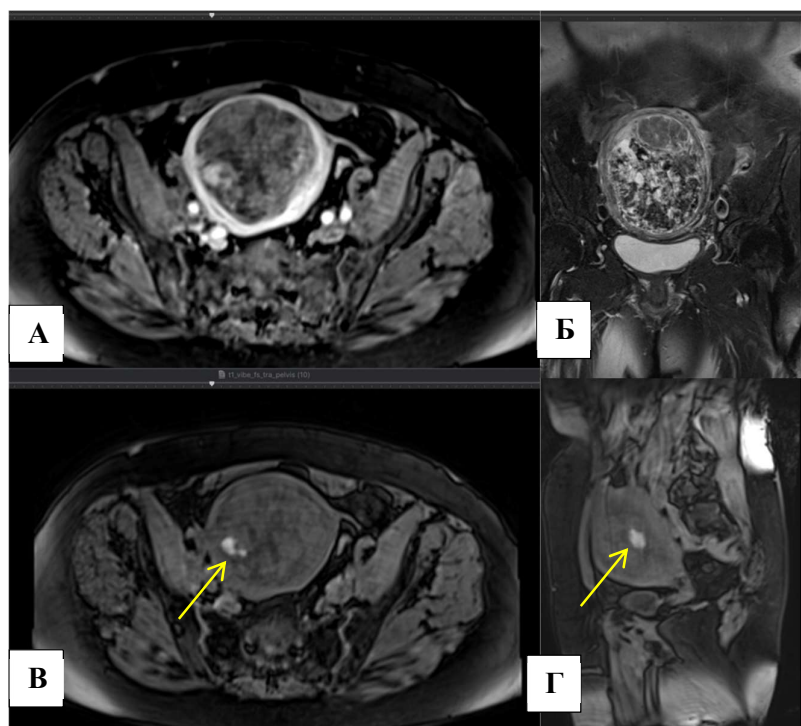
МР-томограммы, T2 ВИ. Миома матки с признаками кистозной дегенерации. А) T1 FS ВИ, аксиальная плоскость, венозная фаза контрастирования; Б) T2 FS ВИ, корональная плоскость; В) T1 FS ВИ, аксиальная плоскость, нативная фаза Г) T1 FS ВИ, сагиттальная плоскость, нативная фаза. Признаки кистозной дегенерации и геморрагические изменения в центральном отделе наиболее крупного узла миомы (стрелка).
